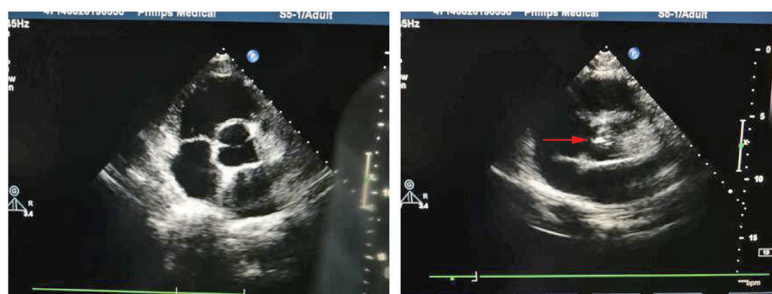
尘肺病患者主动脉瓣钙化(右图)与非钙化(左图)超声图片 红色箭头所指主动脉瓣轻度增厚,回声增强,活动度降低,提示钙化。
